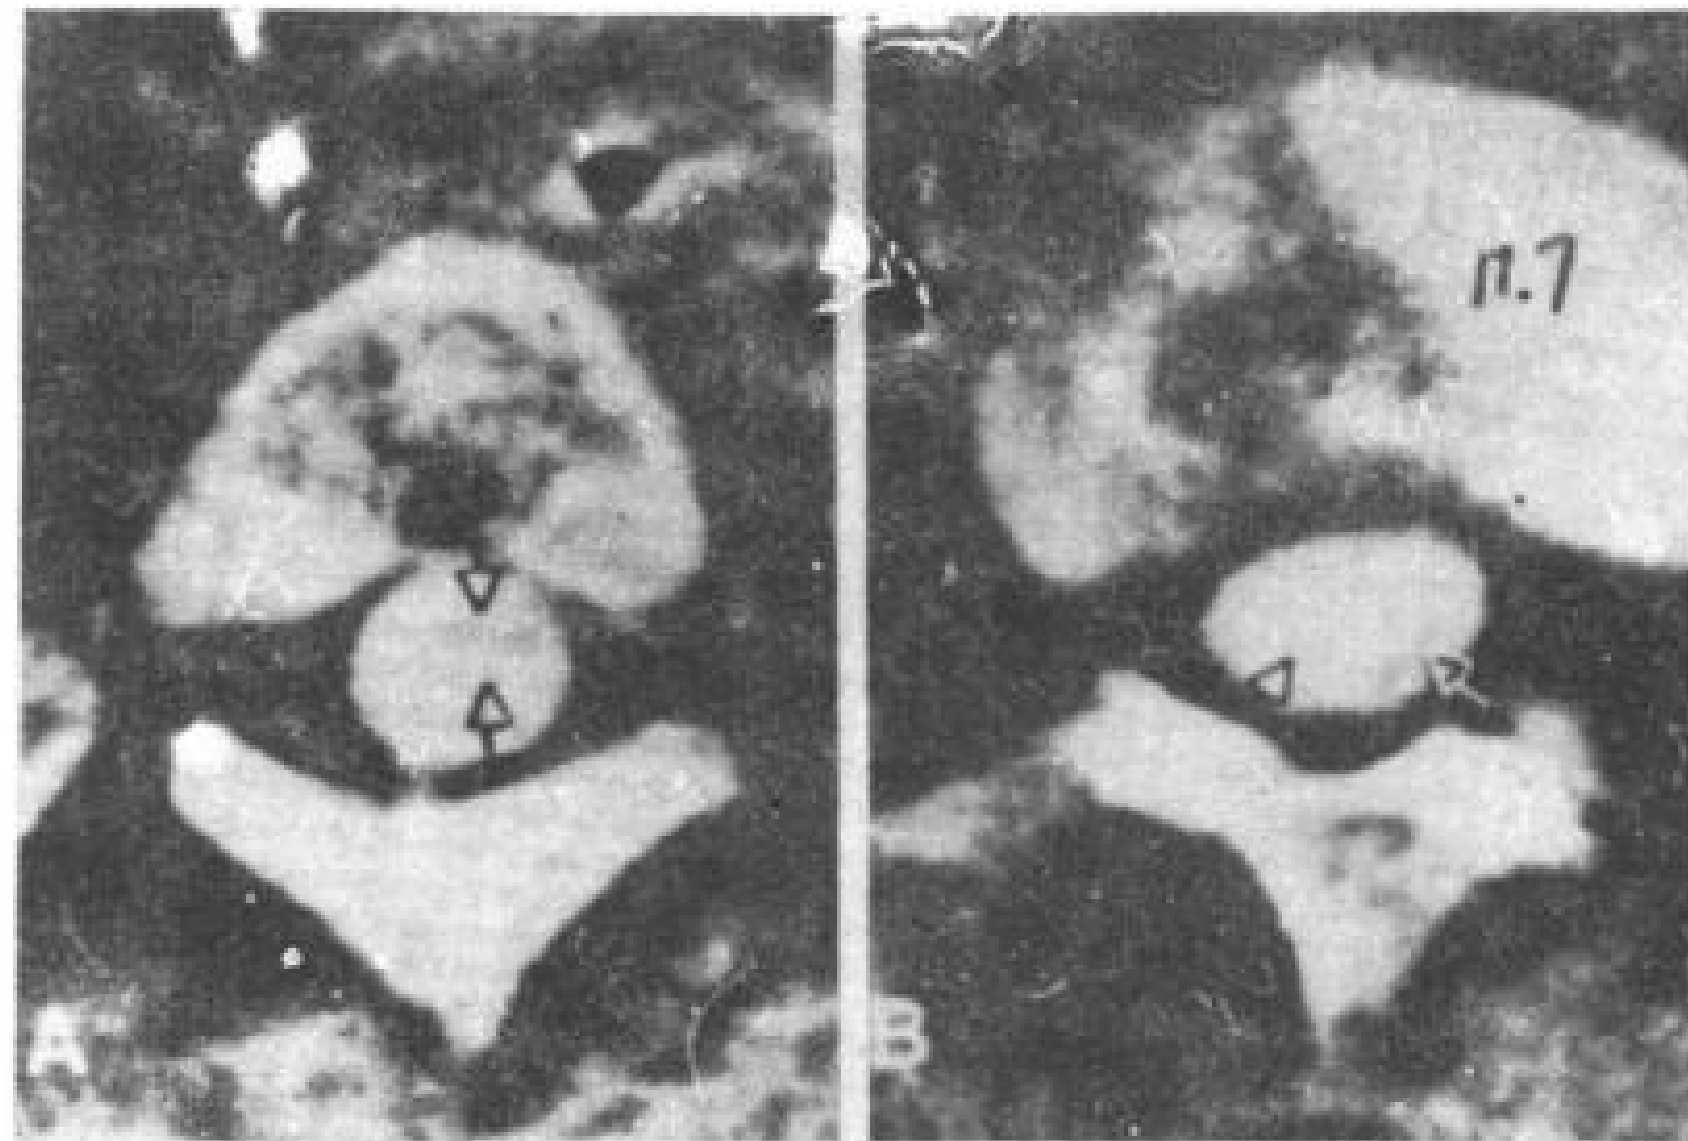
有侧突和脊髓积水的脊髓脊膜突出。8½岁男孩。脊髓积水穿刺抽液后CT脊髓造影。脊髓积水范围由枕大孔到L<sub>3</sub>。
